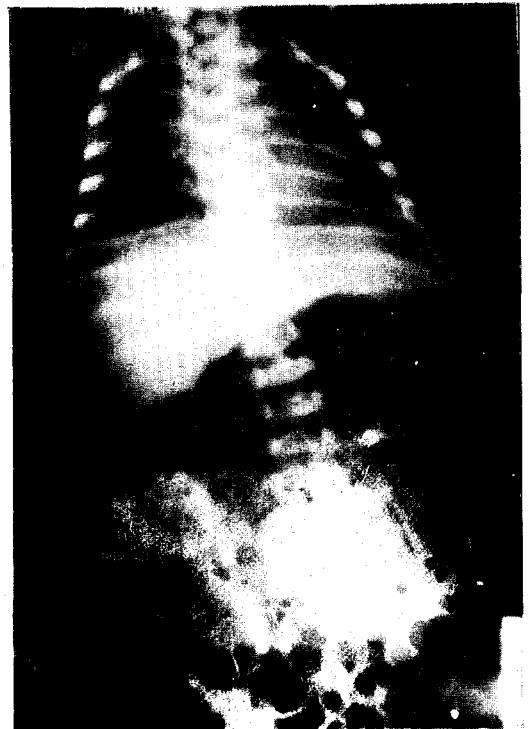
Plain abdominal X-ray shows multiple calcific density and gaseous dilatation of the small bowel. (Case 1)
